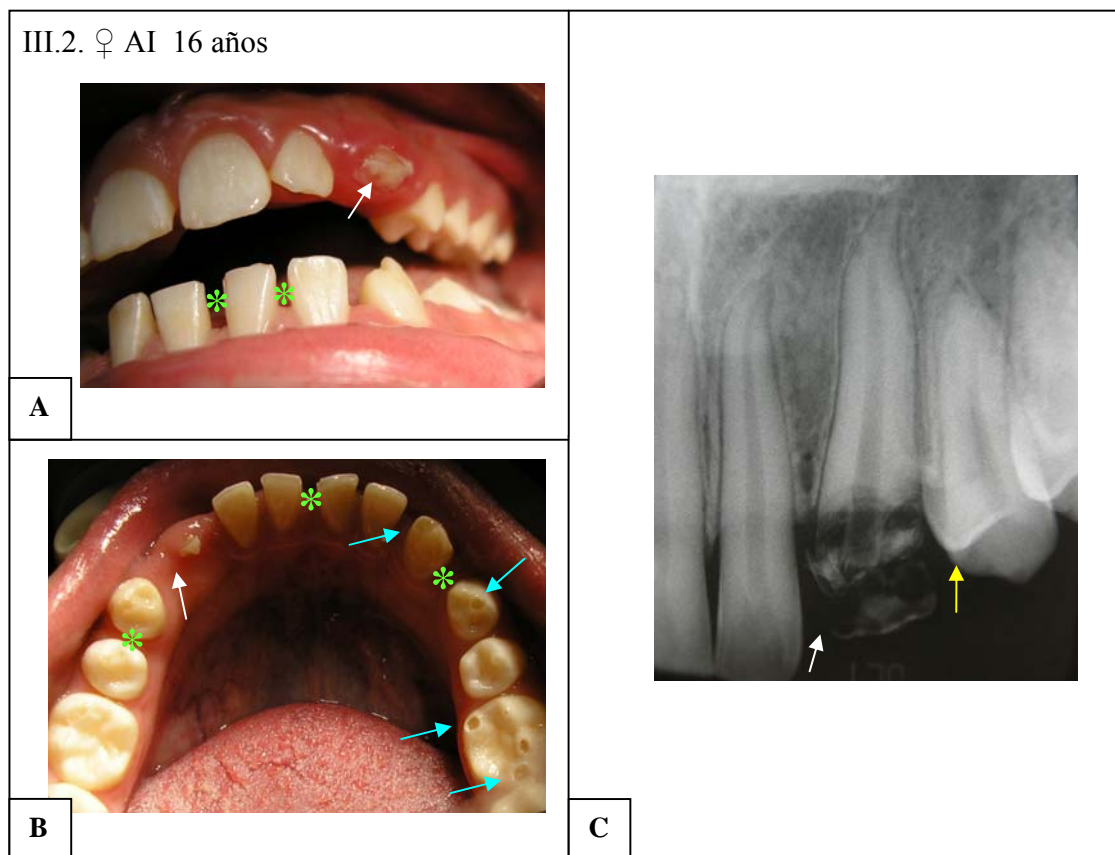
Fotos clínicas (A, B) y radiografía retroalveolar (C) de la probando del estudio, sujeto III.2 de la genealogía. Las flechas blancas señalan caninos con retardo de la erupción, los asteriscos en color verde indican la presencia de diastemas y las flechas celestes muestran cúspides con hipoplasia/atrición en las piezas N° 19, 21 y 22 (1° molar, 1° premolar y canino inferior derecho). En la radiografía retroalveolar se puede observar la disminución del grosor del esmalte.
